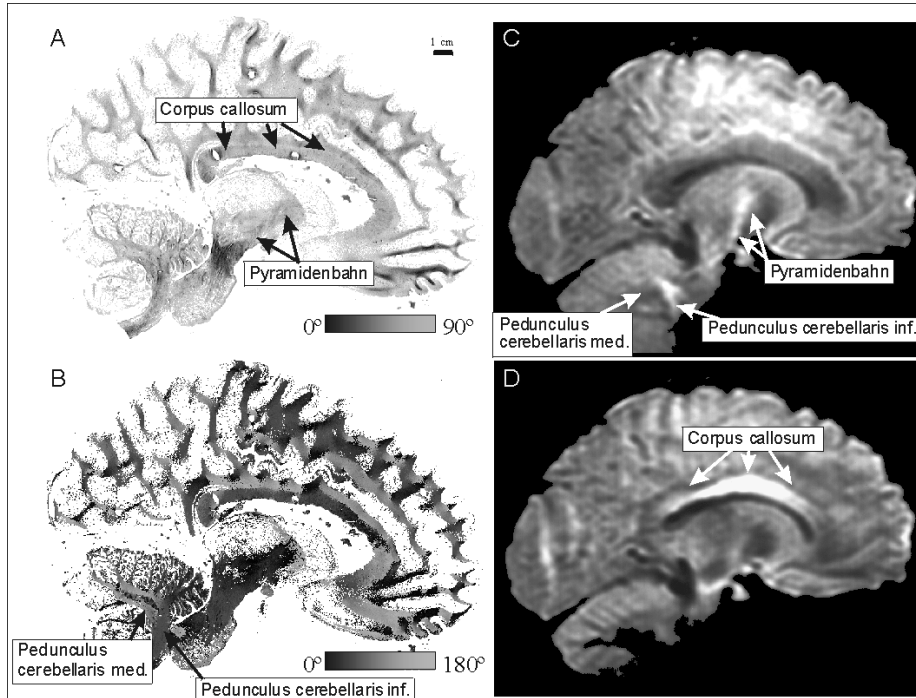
Analoge, sagittale Schnitte mit der Polarisationsmethode (A: Neigungskarte, B: Richtungskarte) und mit diffusionsgewichteter Kernspintomographie (C und D). Eine Validierung lässt sich durch direkte Vergleiche der abgebildeten Faserbahnen durchführen.
